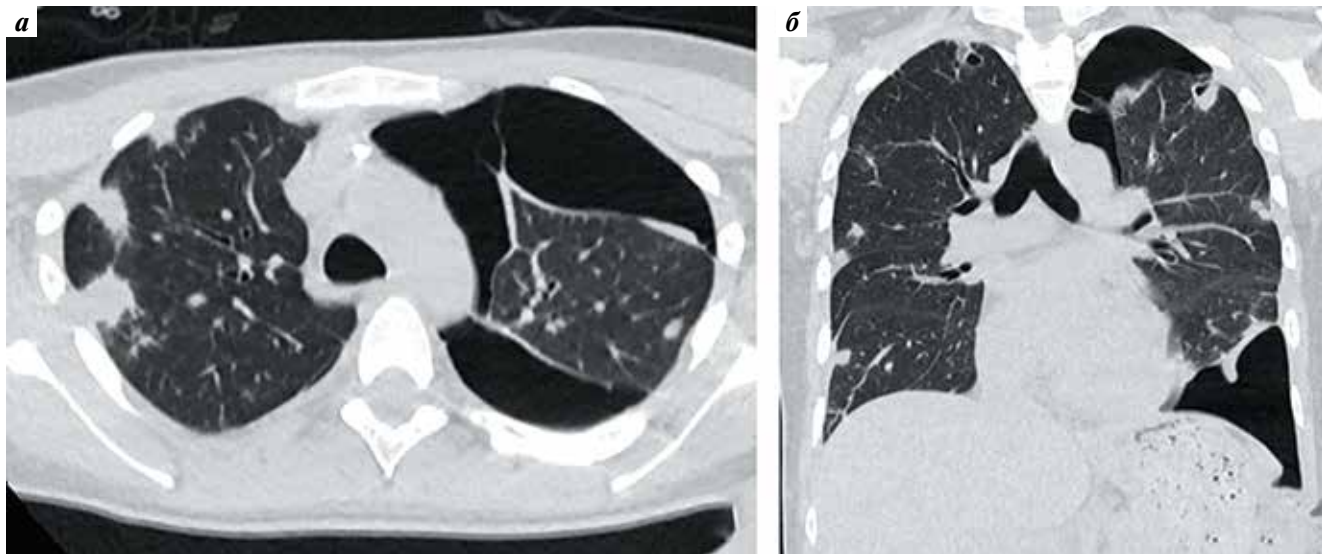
Компьютерные томограммы грудной клетки в аксиальной (а) и коронарной (б) плоскостях от 05.02.2023: в динамике в левой плевральной полости появление газового содержимого (пневмоторакс) с частичным коллапсом легкого; полости распада и инфильтраты легких с положительной динамикой
